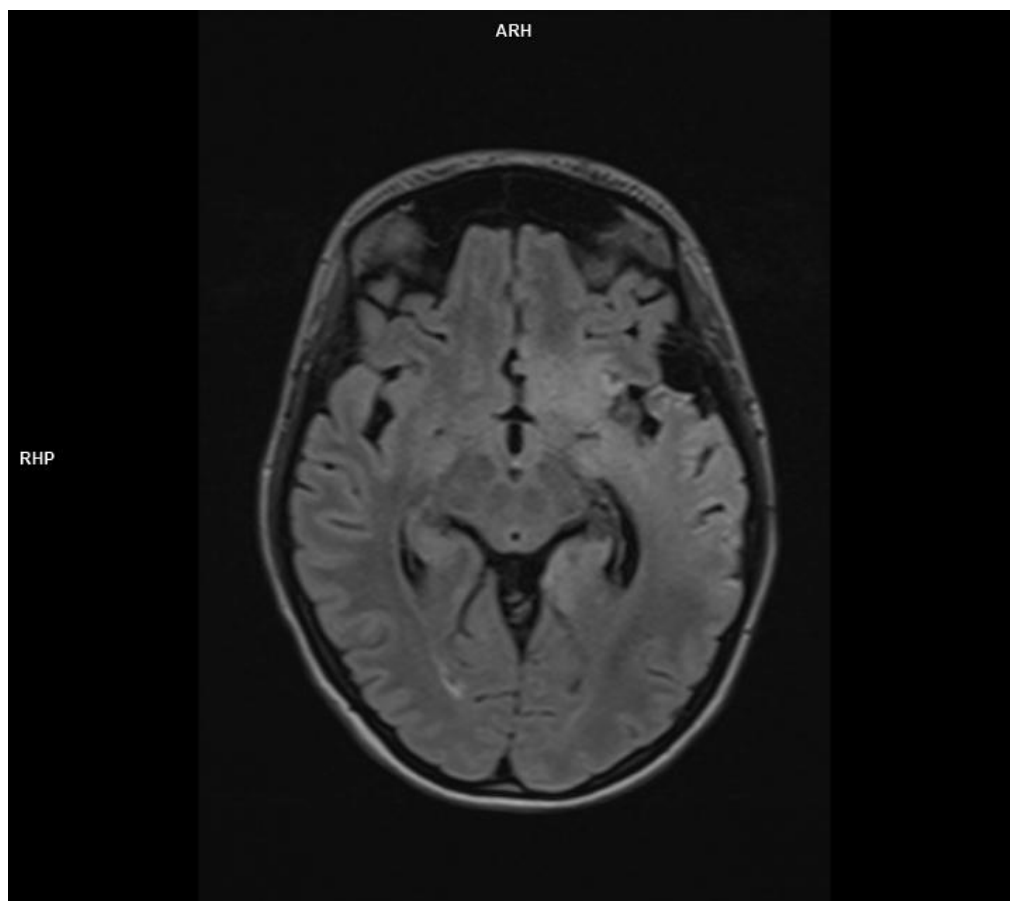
Magnetic resonance (MR) FLAIR imaging obtained on the last day of hospitalization (one month after admission) demonstrates marked reduction of edematous changes in the left temporal lobe, with residual edema limited to the cortical region of the left insula.
